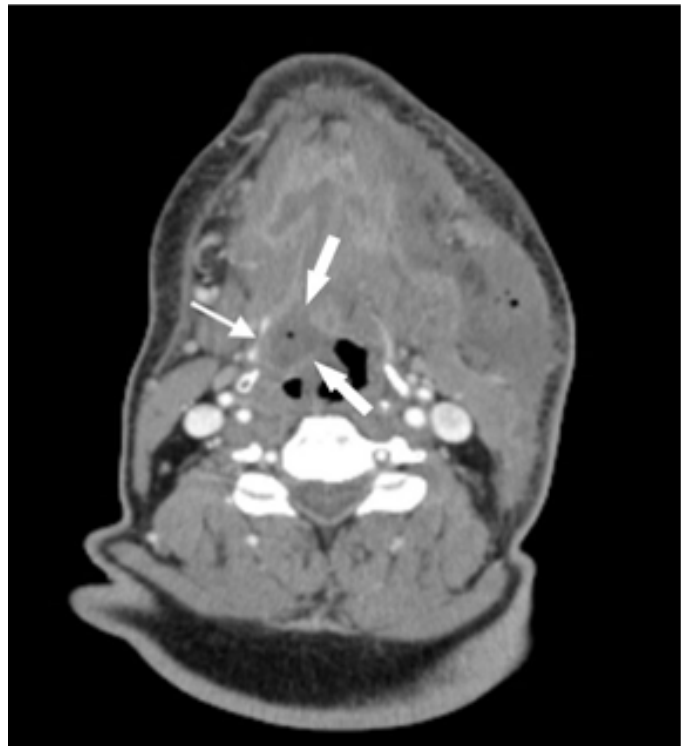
Axial computed tomography (CT) scan of the patient that shows diffuse, hyperdense fluid collection and necrotic tissue (white arrows).
